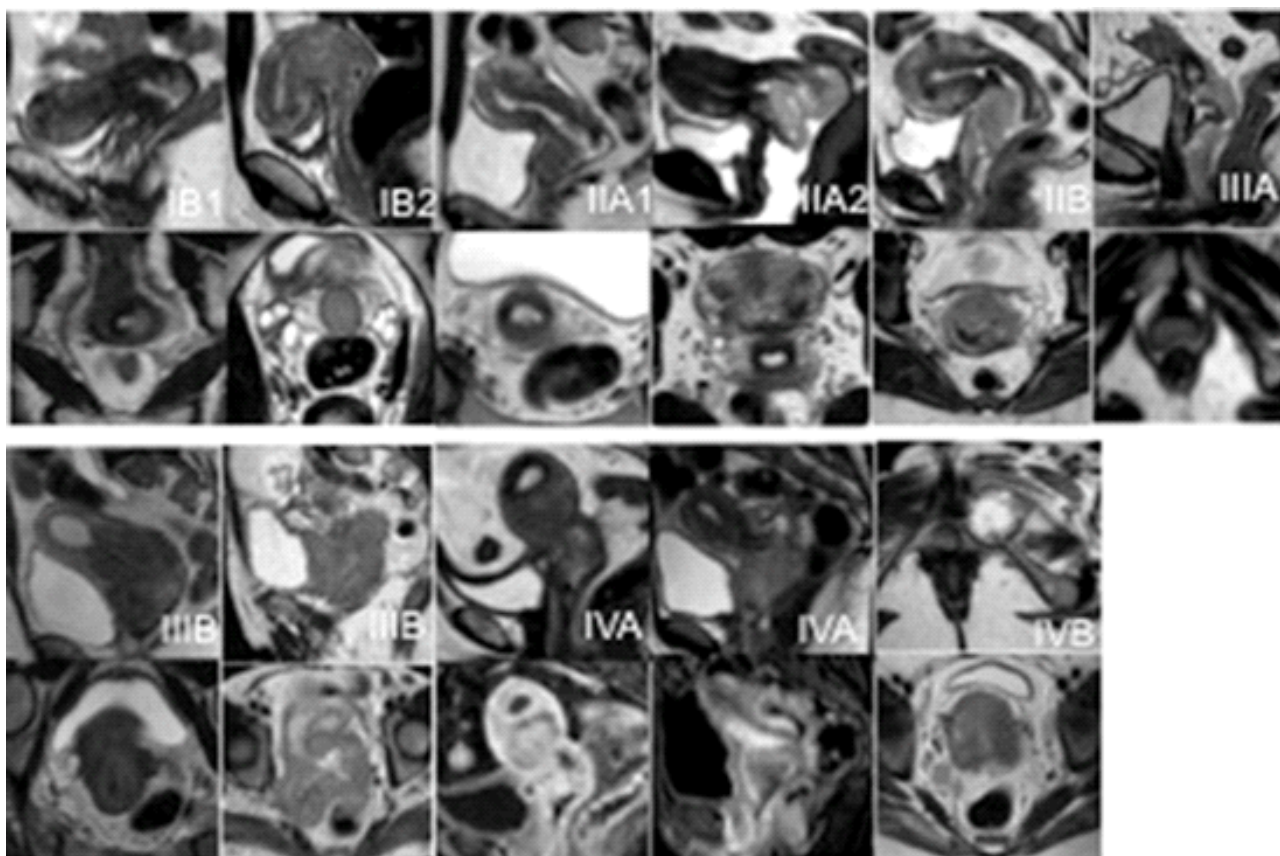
Exemplos dos vários estádios de carcinoma do colo em estudo RM e respectivos parâmetros radiológicos preponderantes para o estádiamento.
